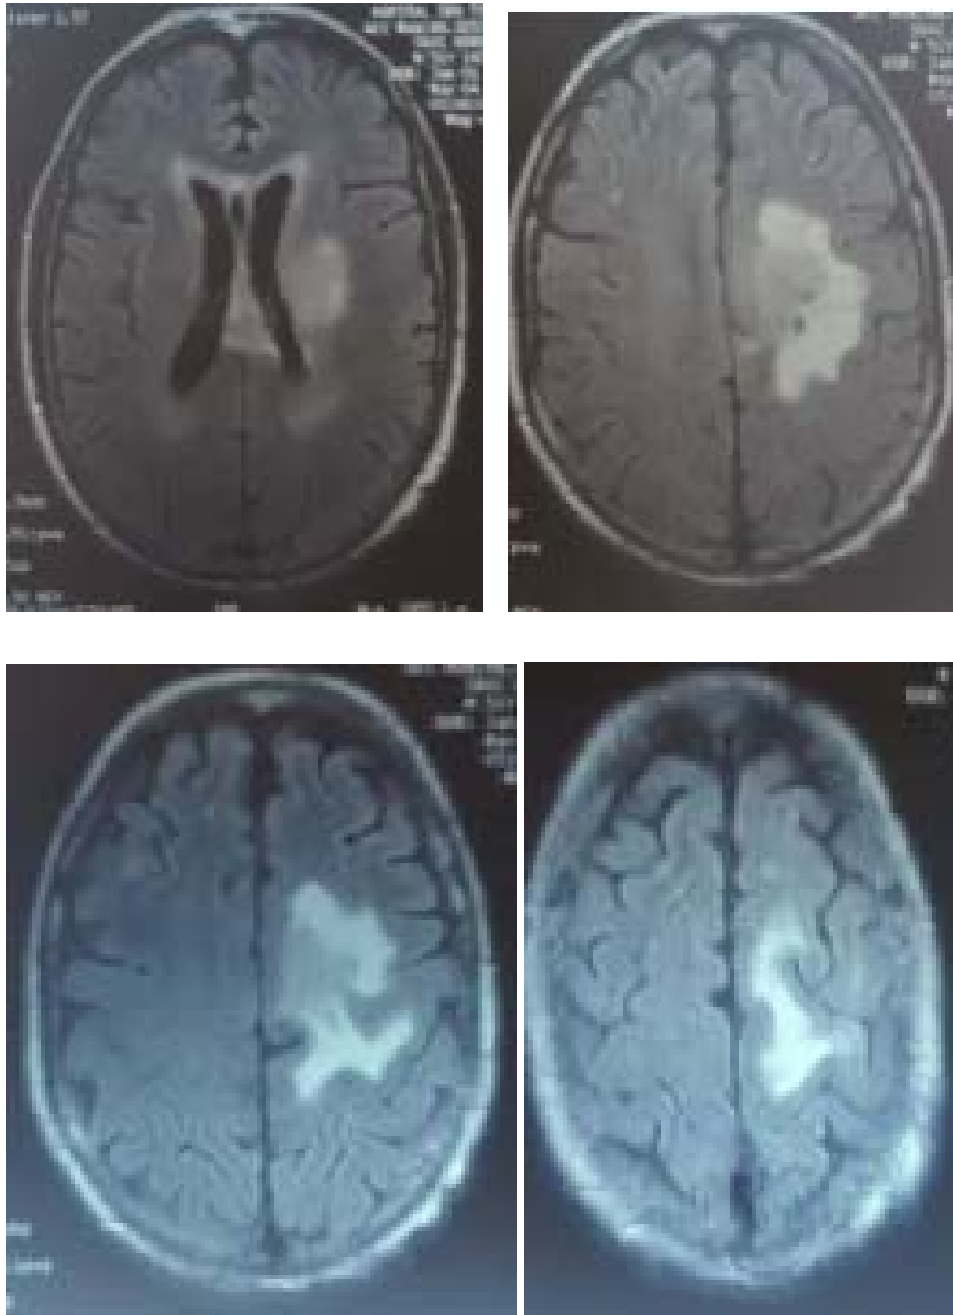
Coupes IRM cérébrales objectivant la lésion tumorale
